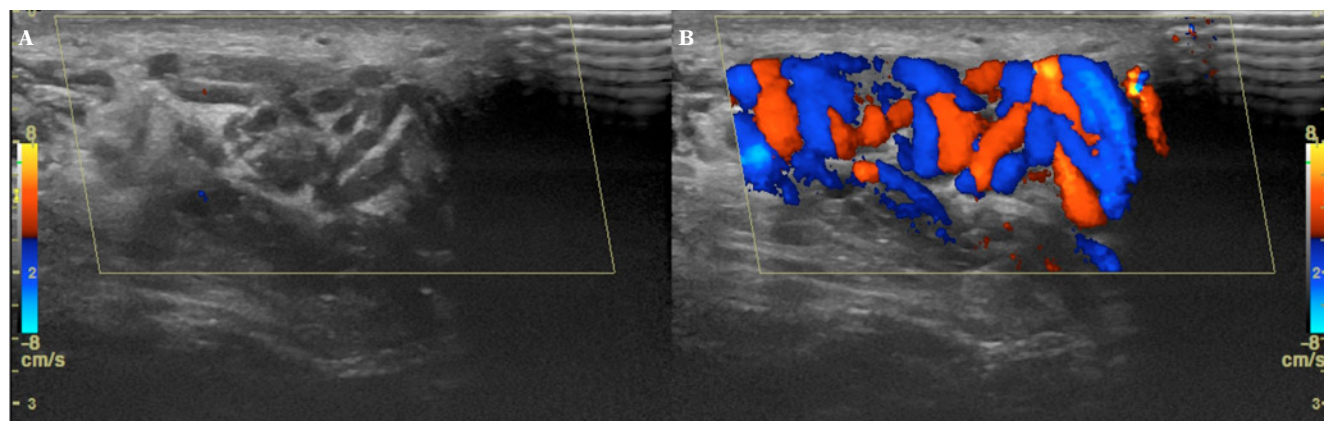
A. Varicocele. B. Regurgitation during the Valsalva maneuver in color Doppler
